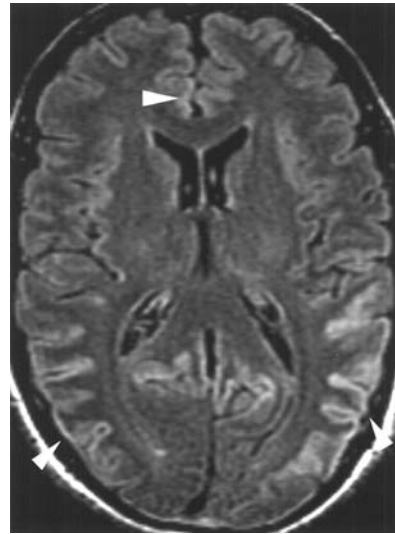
T<sub>2</sub> 加权(FLAIR)MRI
